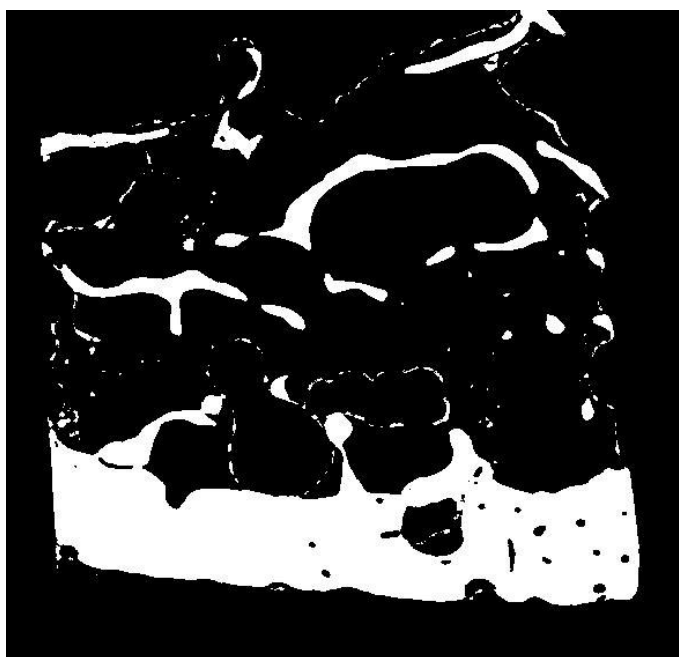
Imagem de tomografia de osso binarizada
